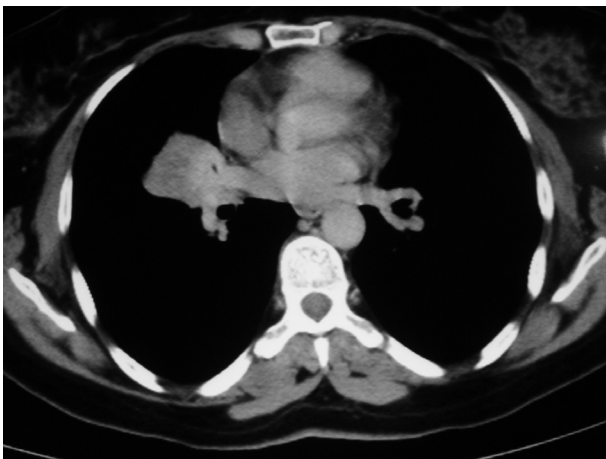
TAC de sarcoidosis con masa endobronquial que ocluye el bronquio del lóbulo medio, provocando atelectasia subsegmentaria. El diagnóstico se realizó mediante biopsia bronquial y se confirmó con una segunda broncoscopia.
